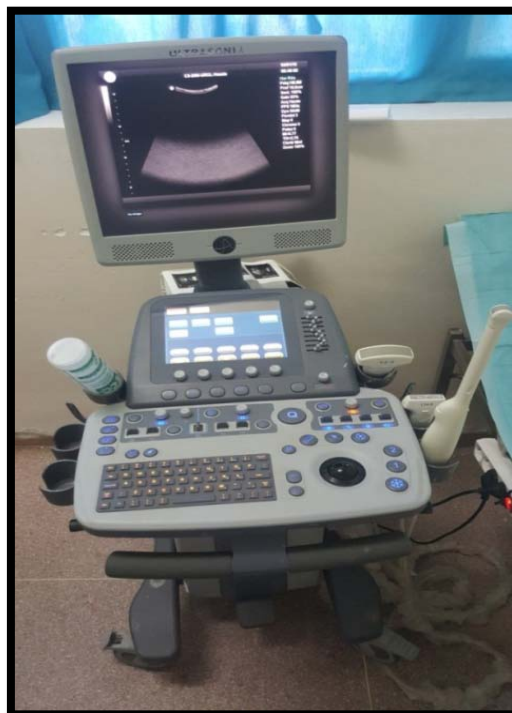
Appareil d'échographie-Doppler Ultra-son utilisé dans notre étude.
